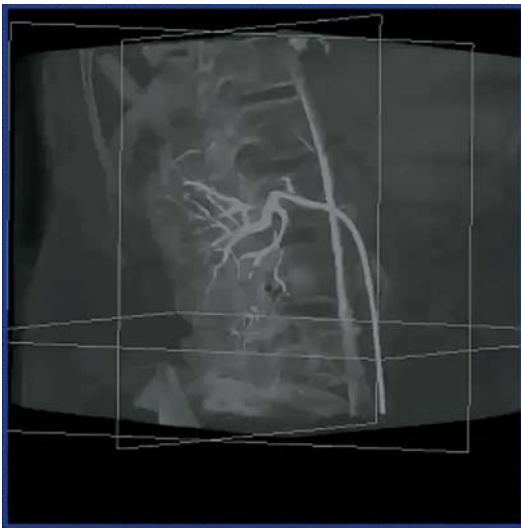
Плоскодетекторная компьютерная томография после эмболизации.
